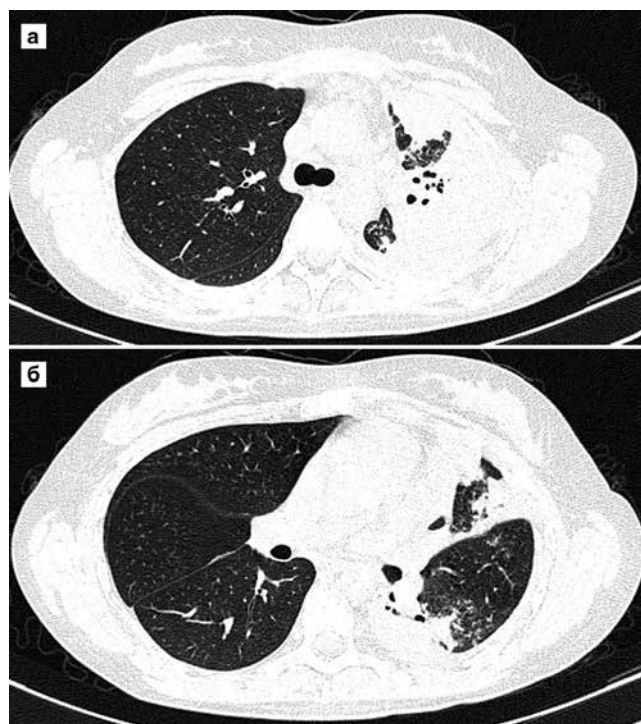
1б. КТ ОГК пациентки Ф., 17 лет.
